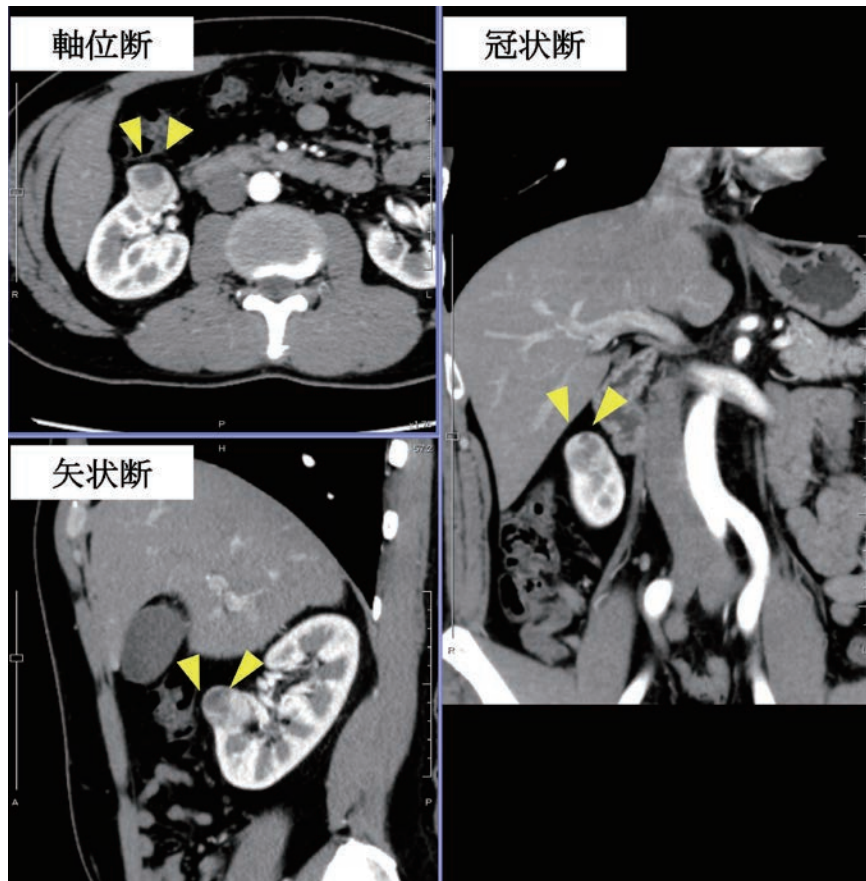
術前 CT (R.E.N.A.L Nephrometry Score 9点)
